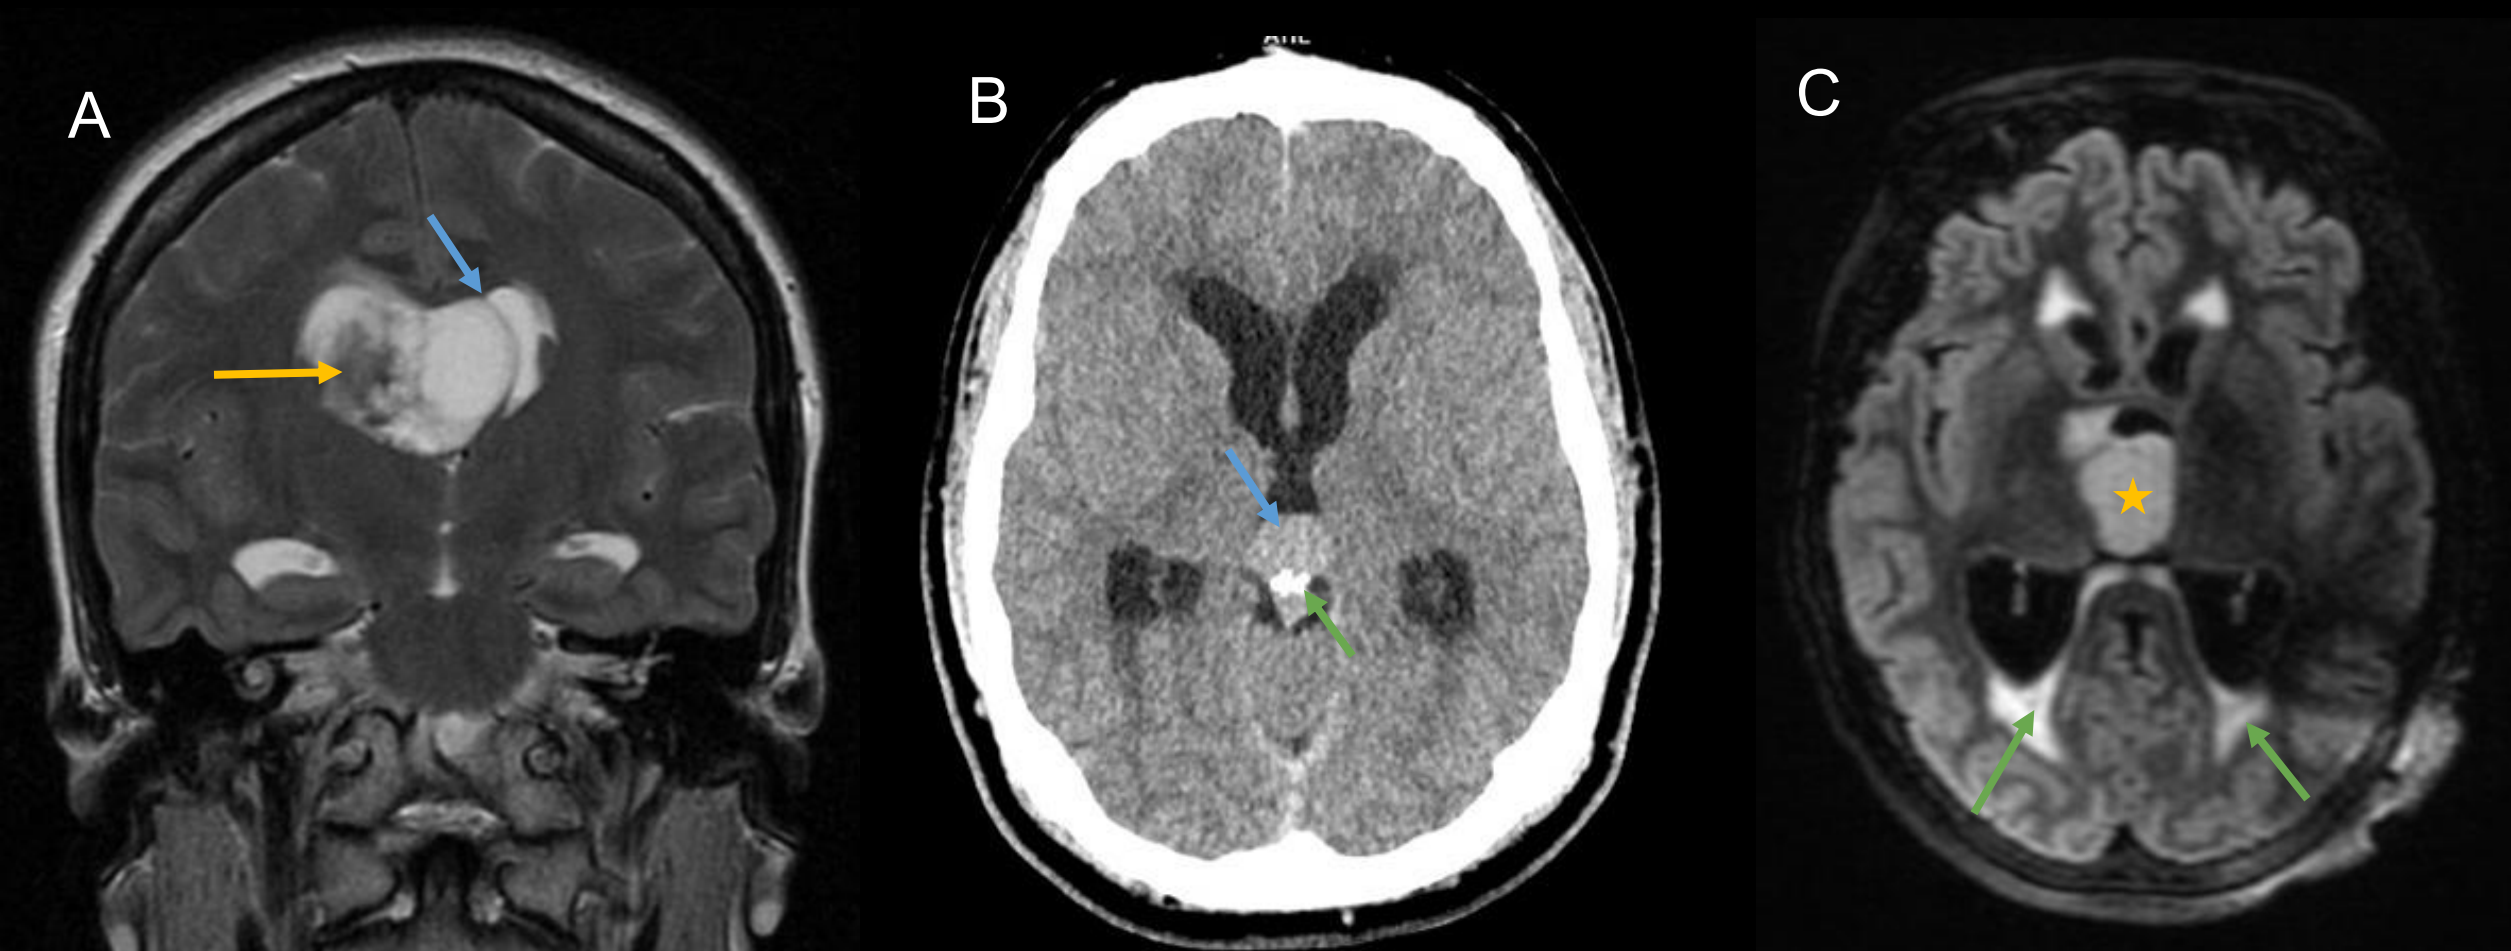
A) RM de cráneo simple ,plano coronal de secuencia potenciada en T2 de paciente con hidrocefalia obstructiva univentricular. Neurocitoma dependiente de la pared lateral del ventrículo derecho que obstruye el agujero de Monro ipsilateral produciendo dilatación del ventrículo lateral derecho (flecha naranja) con desviación del tabique hacia el lado contralateral (flecha azul).B) TC simple de cráneo axial de paciente con hidrocefalia obstructiva triventricular a expensas de un germinoma. Se observa una masa de densidad similar al parénquima (flecha azul) y con una calcificación periférica (flecha verde) que obstruye el acueducto de Silvio. C) RM simple secuencia T2 FLAIR en plano axial de un paciente con hidrocefalia producida por un glioma originado en mesencéfalo-diencéfalo. Se observa una masa hiperintensa que infiltra el tercer ventrículo (estrella naranja), la hidrocefalia presenta signos de actividad (flechas verdes).
